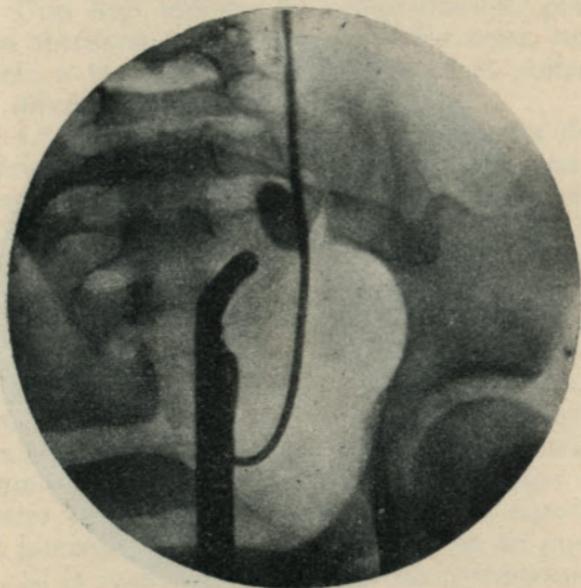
Radiografía del mismo cálculo, después de haber introducido en el uréter una sonda ureteral opaca. Obsérvase que el cálculo se encuentra pegado a la sonda; se ha modificado su posición y ha sido ligeramente removido por la sonda.
